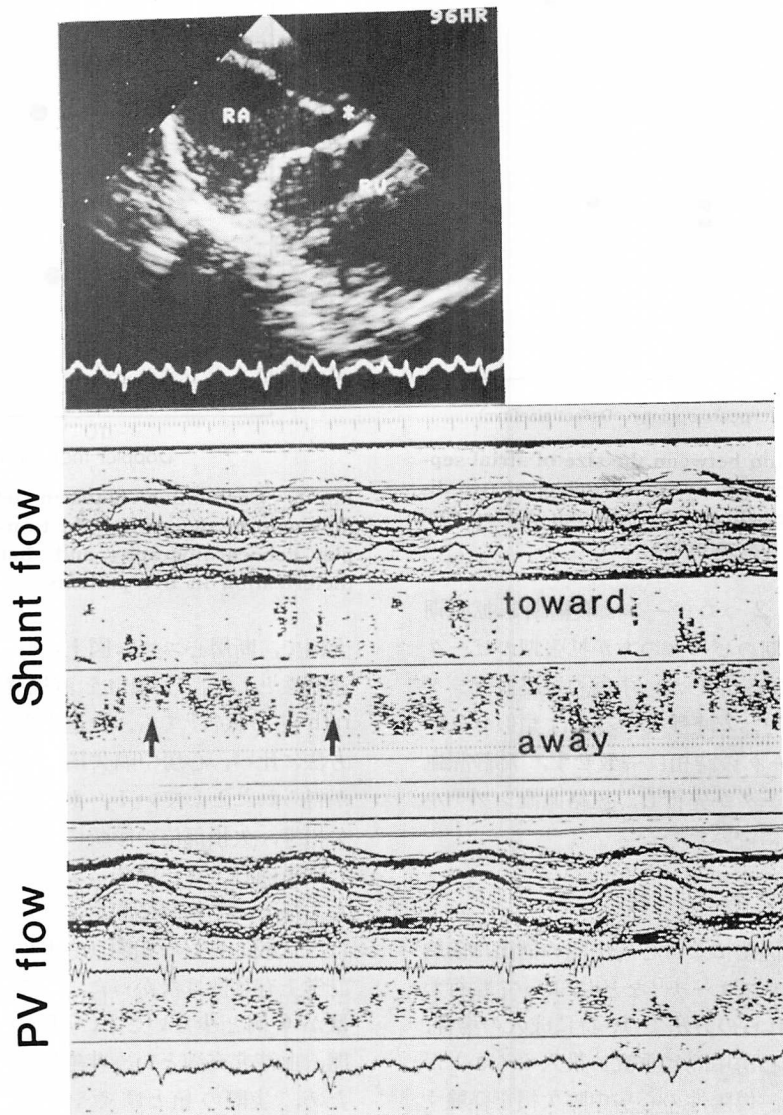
Transesophageal two-dimensional echocardiogram of a defect (upper panel: asterisk) and pulsed Doppler flow signal at the level of the defect (middle panel) and the left pulmonary vein (lower panel) in a patient with ostium primum atrial septal defect in sinus rhythm (Case 3: 20-year-old woman).
